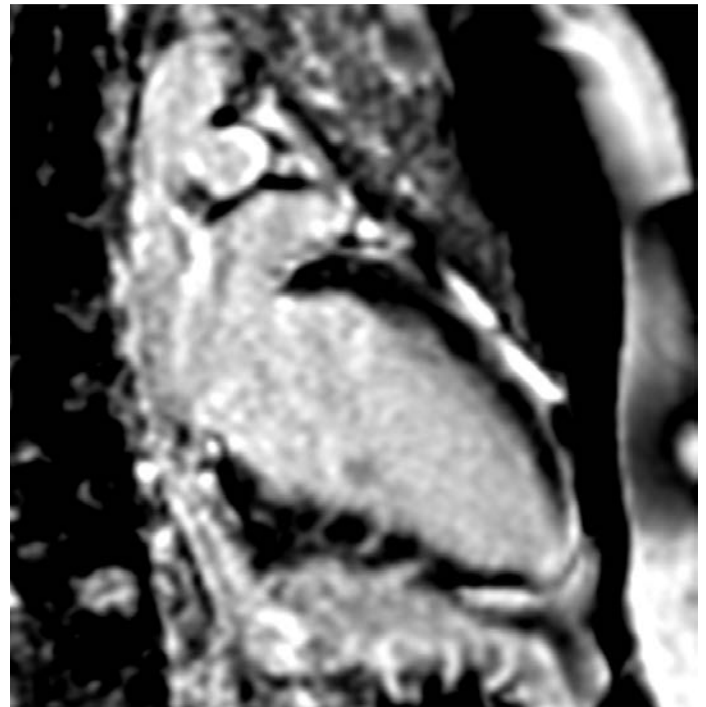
Resonancia magnética nuclear cardíaca (CMR) con realce tardío con gadolínico (LGE). Pequeño aneurisma focal en el ápex del VI en paciente de 25 años de edad con ECaCh con accidente cerebrovascular. El LGE muestra un aneurisma del VI con fibrosis miocárdica (*blanco* en el miocardio apical). Video 3 cine sin contraste CMR, muestra la disquinesia apical y el pequeño aneurisma.
